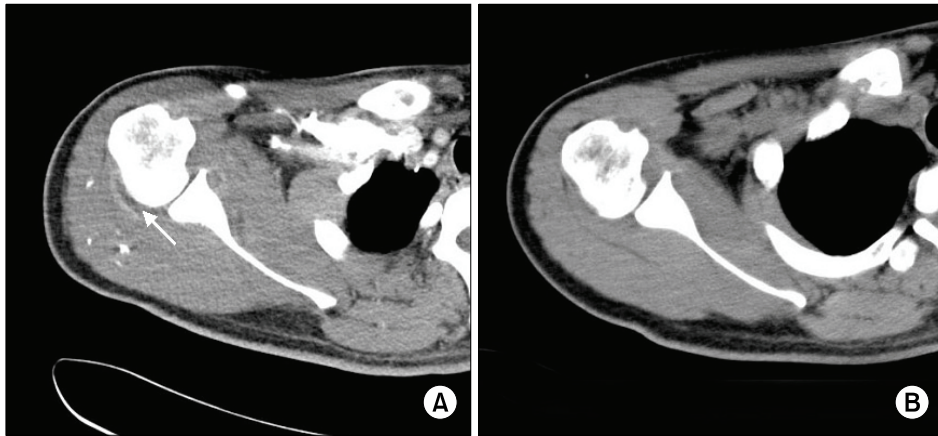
(A) CT scan of right shoulder joint shows joint effusion with synovial enhancement (arrow). (B) Joint effusion was disappeared after antibiotic treatment.
